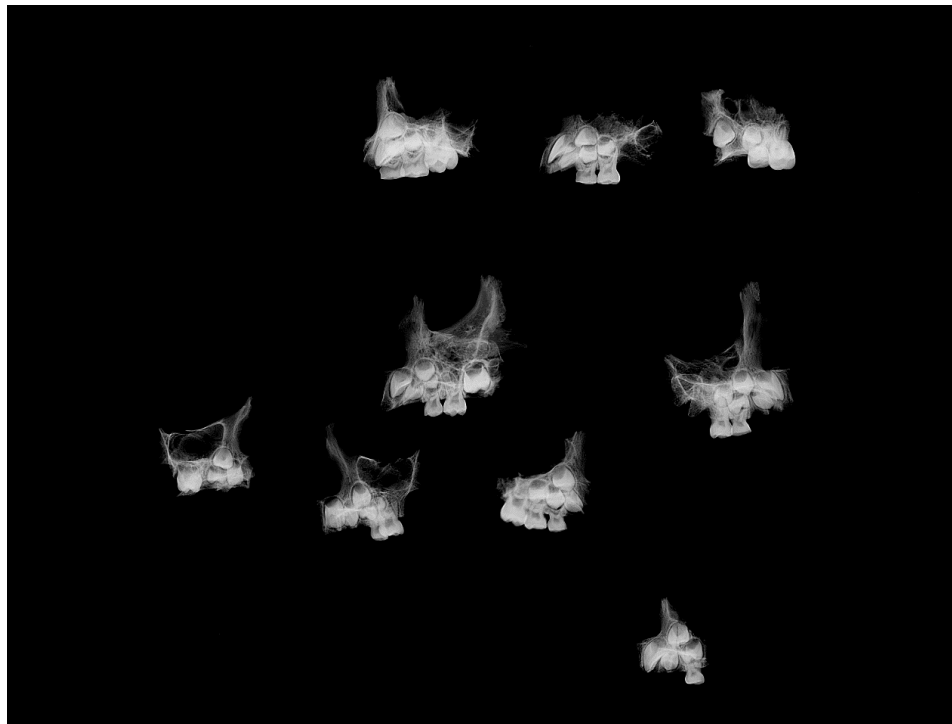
27. radiographie 2D (©Garin Cael, Royal Museum for Central Africa)
